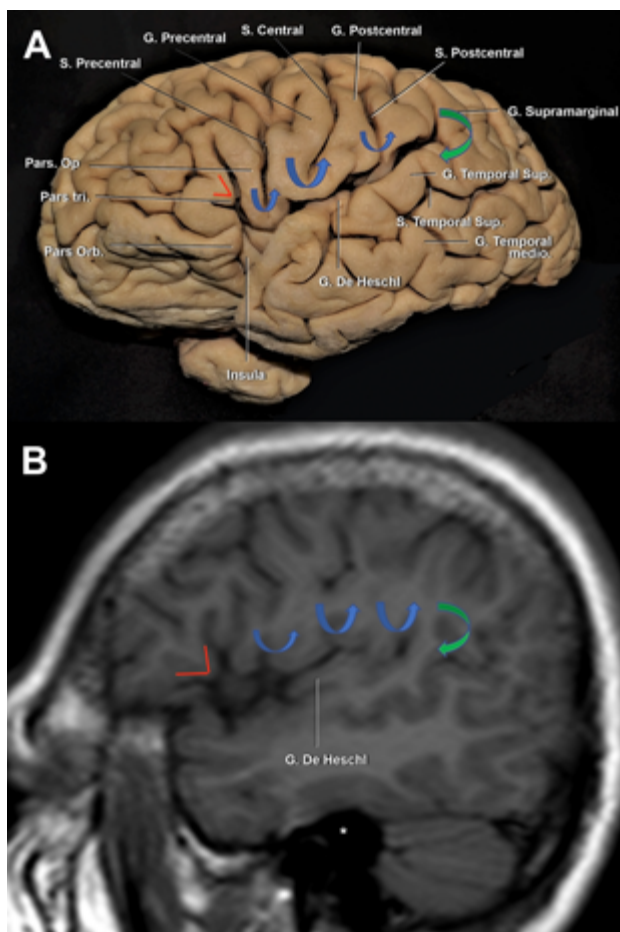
A. Vista lateral de un hemisferio cerebral izquierdo. B. RMN, secuencia T1, corte sagital. La pars triangularis tiene forma de "V" (líneas rojas). Luego, encontramos 3 giro con forma de "U" (flechas azules), de anterior a posterior: 1) pars opercularis; 2) giro subcentral; y 3) la conexión entre los giros postcentral y supramarginal. Finalmente, la flecha verde marca la conexión con forma de "C" entre los giros supramarginal y temporal superior. Se observa al giro de Heschl enfrentado al postcentral. Ambos se encuentran en el mismo plano coronal que el CAE. Asterisco: proyección medial del CAE. S: surco; G: giro; Sup: superior; Inf: inferior.
